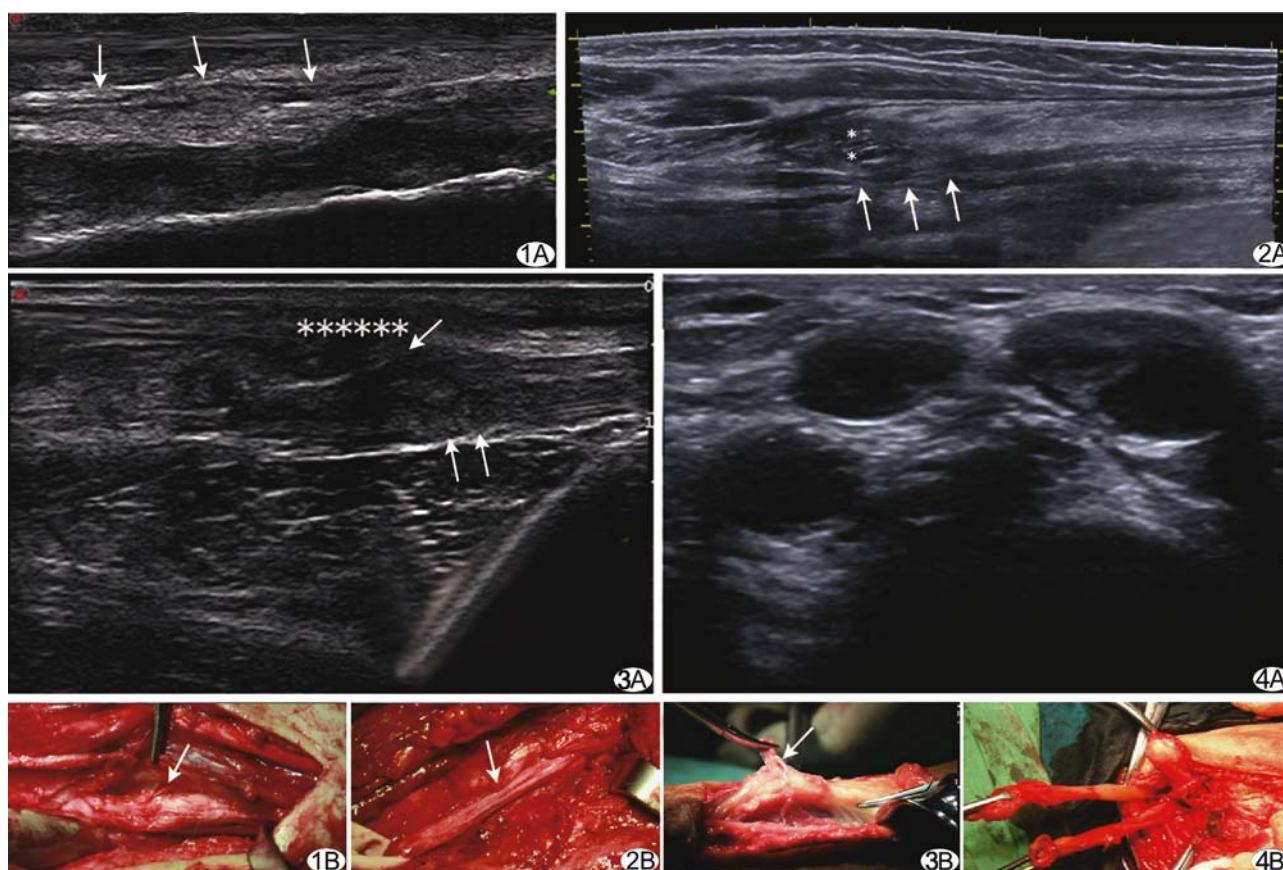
神经与周围组织粘连的超声表现 A. 左侧正中神经粗细不一,局限性回声减低,神经外膜厚,与周围组织粘连(箭); B. 术中见正中神经穿行于周围瘢痕中,与瘢痕粘连,受纤维束带卡压(箭) 图 2 神经与周围组织粘连的超声表现 A. 右侧胫后神经受比目鱼肌瘢痕(星号)粘连卡压变细(箭),两端神经增粗,回声减低; B. 术中分离腓肠肌瘢痕见右侧胫后神经卡压处变细(箭) 图 3 神经吻合术后超声表现 A. 右手腕部桡神经陈旧性断裂吻合术后,神经吻合处局限性增粗(双箭),回声减低,内可见线状束膜稍强回声,神经与周围瘢痕(*)粘连,分界不清(箭); B. 术中见桡神经陈旧性断裂部位愈合好,周围脂肪间隙消失,与周围瘢痕粘连(箭) 图 4 截肢术后创伤性神经瘤形成的超声表现 A. 左前臂截肢术后,尺神经、正中神经、桡神经末端局限性膨大,创伤性神经瘤形成; B. 术中见尺神经、正中神经、桡神经末端创伤性神经瘤
